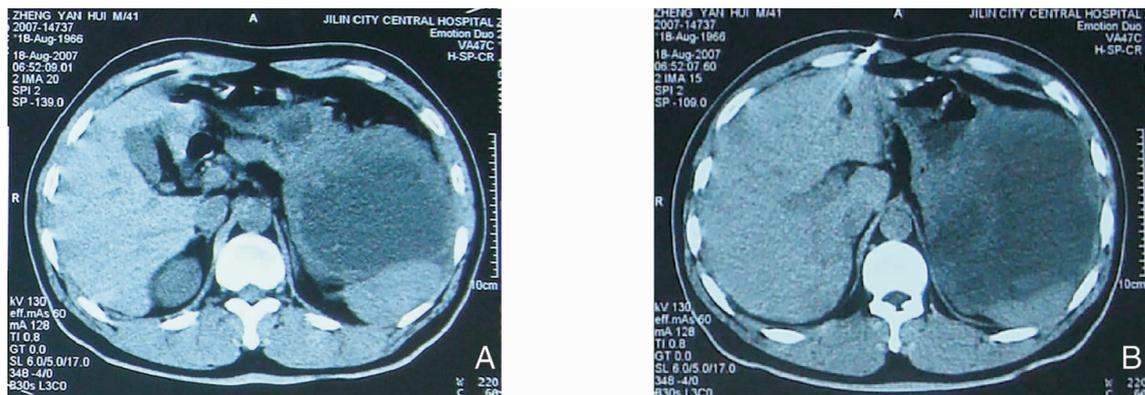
胃 GIST CT 影像 肿瘤来源于胃, 外生性生长, 包膜完整, 内含液性暗区, 紧邻脾脏
